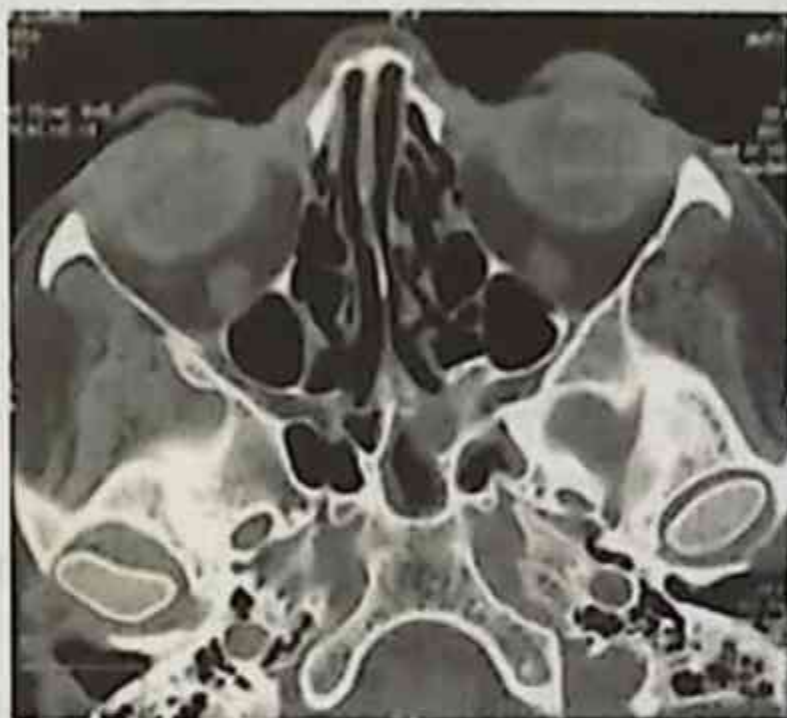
З.Ш.32л. Перелом костей носа и лобного отростка (4 сутки). (4сутки). КТ черепа аксиальная проекция.
